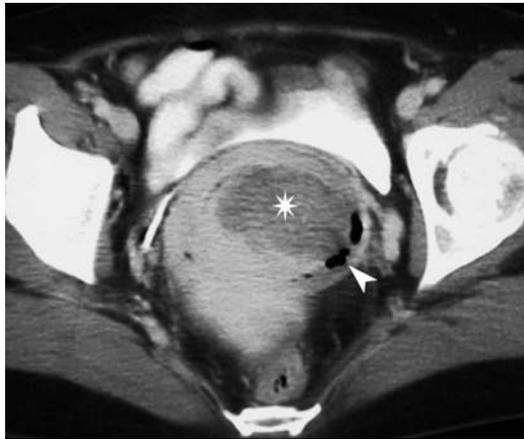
Tomografia computerizzata. Endometrite. Immagine assiale acquisita in fase venosa. L'utero è tumefatto, occupato da materiale disomogeneo (asterisco) nel cui contesto si apprezzano anche alcune piccole bolle gassose (punta di freccia)
